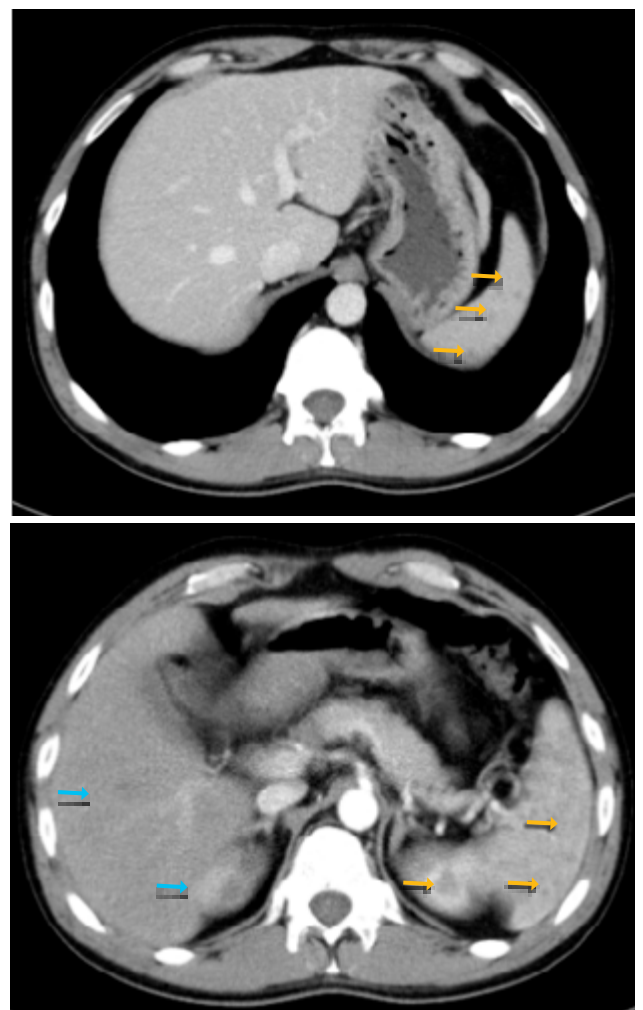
Imagem de tomografia toraco-abdomino-pélvica a evidenciar micronodularidades múltiplas de localização esplênica (seta laranja) e hepática (seta azul).
